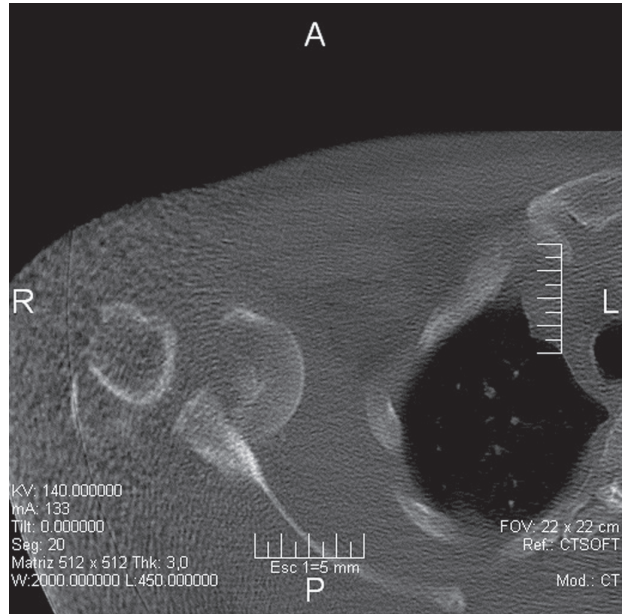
Tomografía axial computarizada de hombro, corte horizontal.
